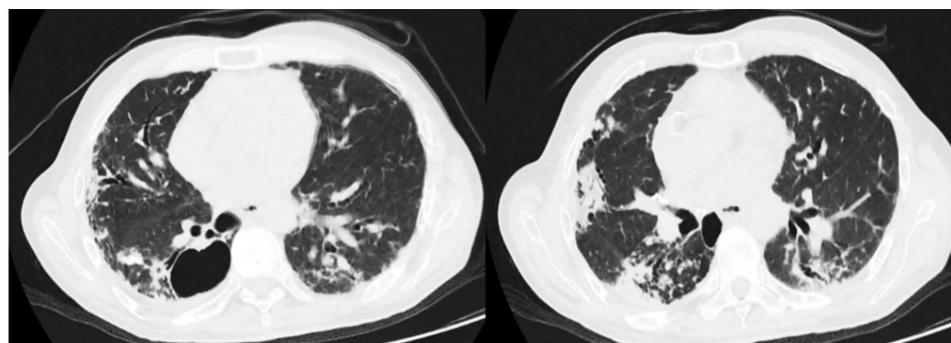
Tomografía de tórax con contraste en corte axial. Se observan múltiples regiones de consolidación con engrosamiento intersticial y patrón de árbol en brote, que asocian calcificaciones nodulares y bronquiectasias incluso con una caverna en el segmento superior del lóbulo pulmonar inferior derecho.
